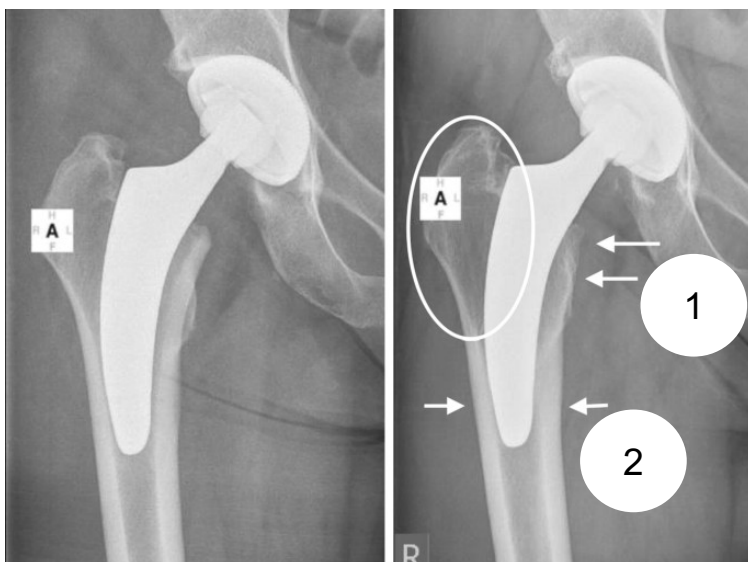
Ausrichtung des Implantats in neutraler Position mit zusätzlicher diaphysärer Verankerung (links: postoperative Röntgenkontrolle, rechts: Follow-Up Kontrolle nach fünf Jahren, 1. Stress-Shielding proximal; 2. kortikale Hypertrophie distal) modifiziert nach (99).
